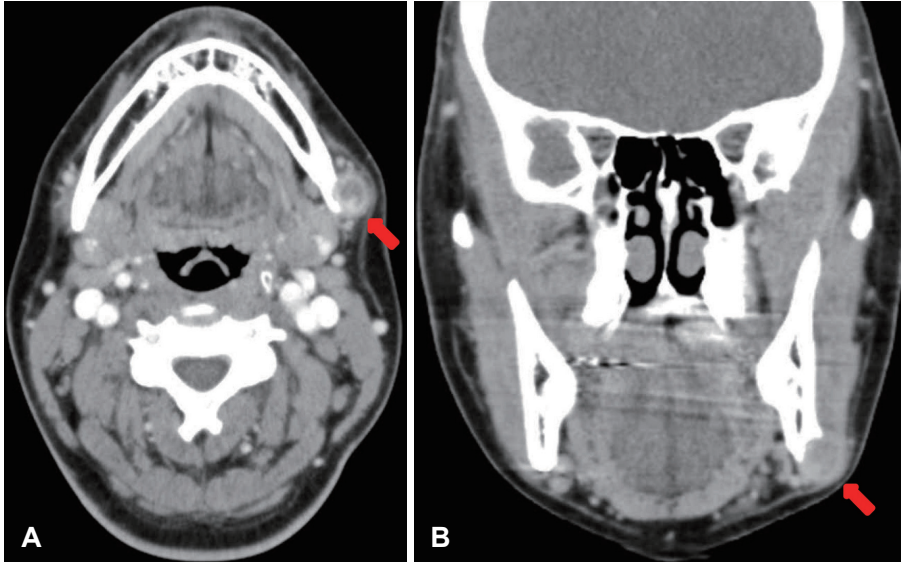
The CT scan shows a 1.5 cm sized peripheral enhancing nodule in the left submandibular region with sclerotic bone remodeling in mandible. Neck CT coronal view (A). Axial view (B).
